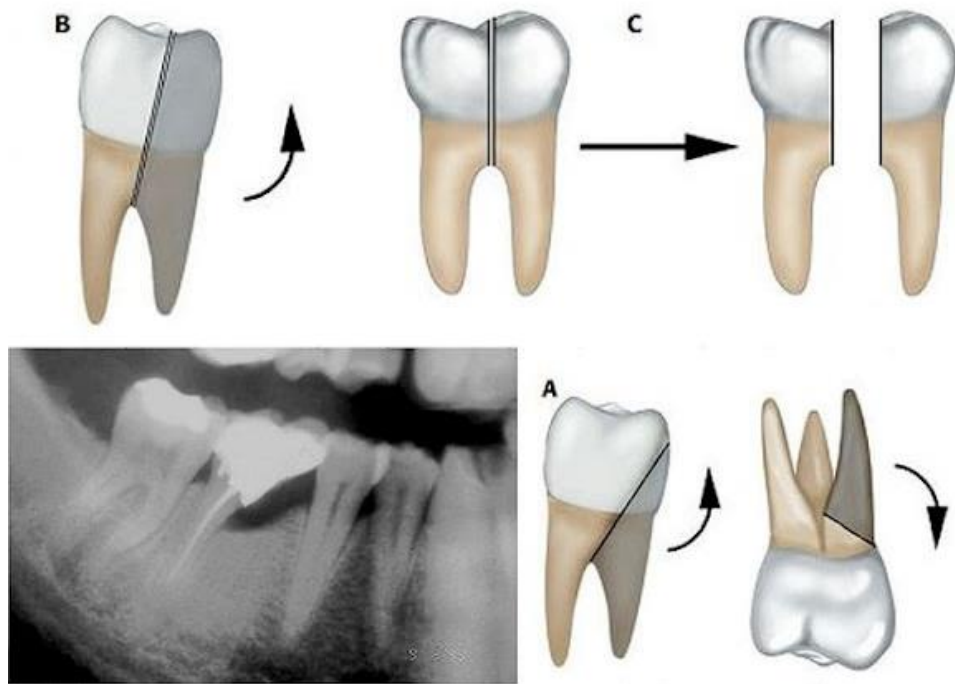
(A,B,C) Técnicas para la sección de la raíz afectada dependiendo el órgano dentario y posición de la raíz. (D) Radiografía periapical de molar inferior sometido a hemisección radicular. Control 5 años después del procedimiento. ²⁸
